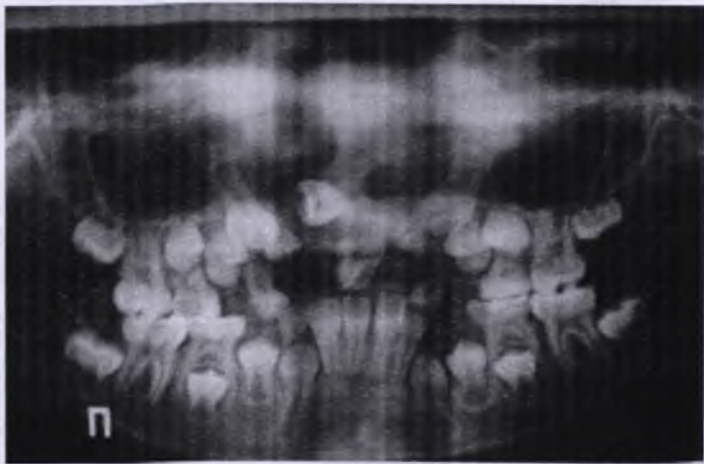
Ортопантомограмма челюстей. Задержка прорезывания центральных и боковых резцов. Односторонняя расщелина верхней губы и нёба.
